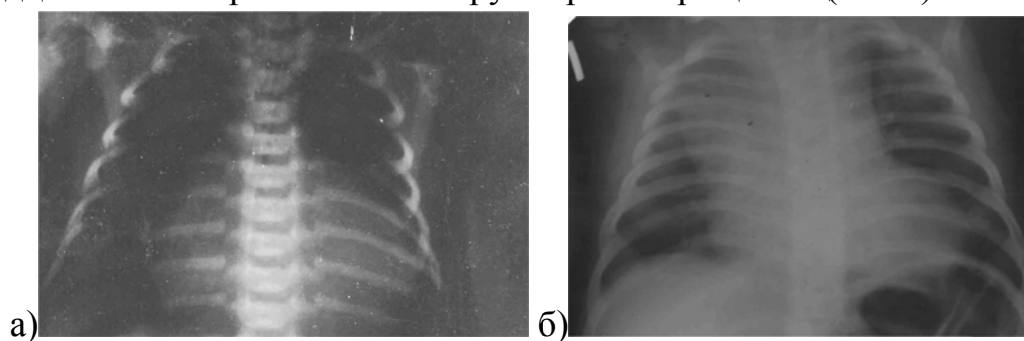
Рентгенограмма ОГК. Рабдомиома сердца: а) реб М. 7 суток, б) реб. Э. 5 мес. (собственное наблюдение)
